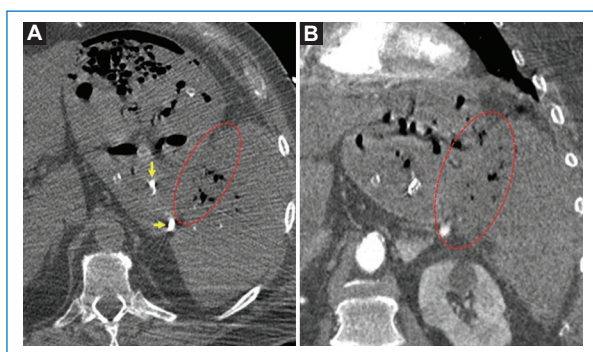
TC axial (A) y coronal (B) posterior a la estabilización del paciente. Se observa la pérdida de planos de separación entre el estómago y el bazo, con imágenes similares al contenido gástrico en los tejidos periesplénicos y el bazo (círculo rojo punteado). Se constata material de embolización en la cavidad gástrica (flechas amarillas).
